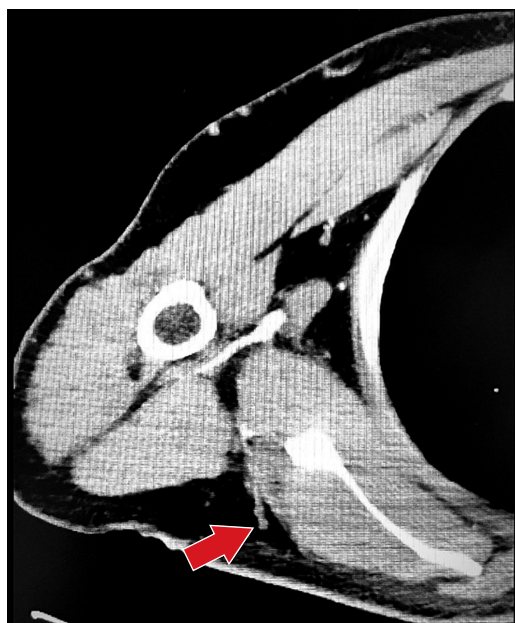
Tomografía axial con contraste de tórax: se observa perforante de arteria toracodorsal (flecha roja).
